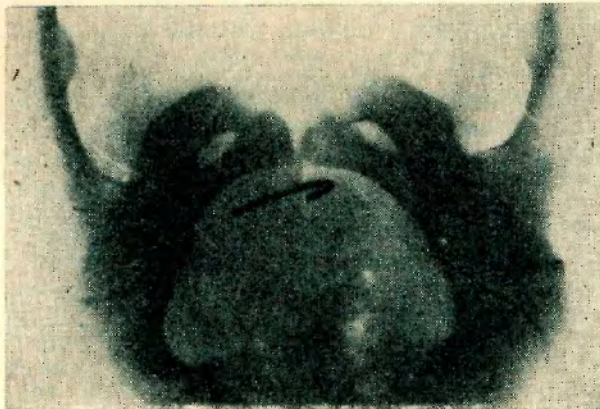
Segunda radiografía directa de abdomen.
